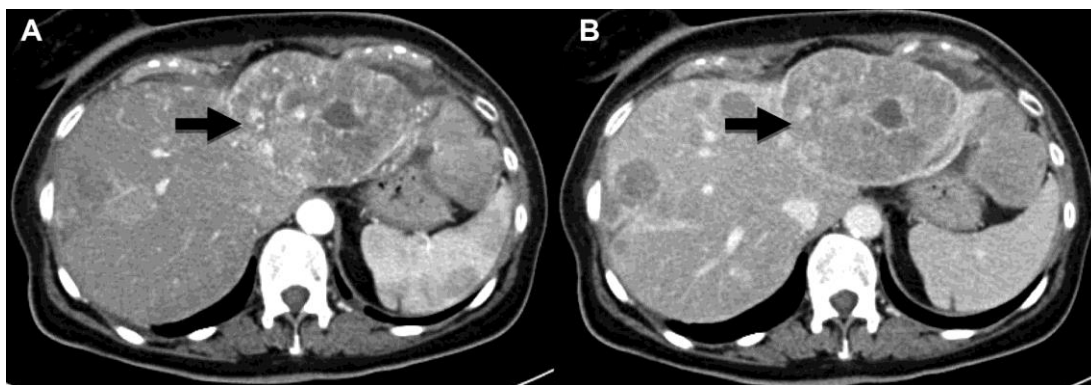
Tomographie assistée par ordinateur avec contraste chez une femme de 70 ans présentant des métastases hépatiques d'une tumeur stromale gastro-intestinale jéjunale. La tomographie assistée par ordinateur avec contraste en phase artérielle (A) montre une métastase importante, inhomogène et hypervasculaire dans le lobe gauche du foie (flèche). En phase portale, la lésion présente un "wash-out" (flèche) (B)(140).
